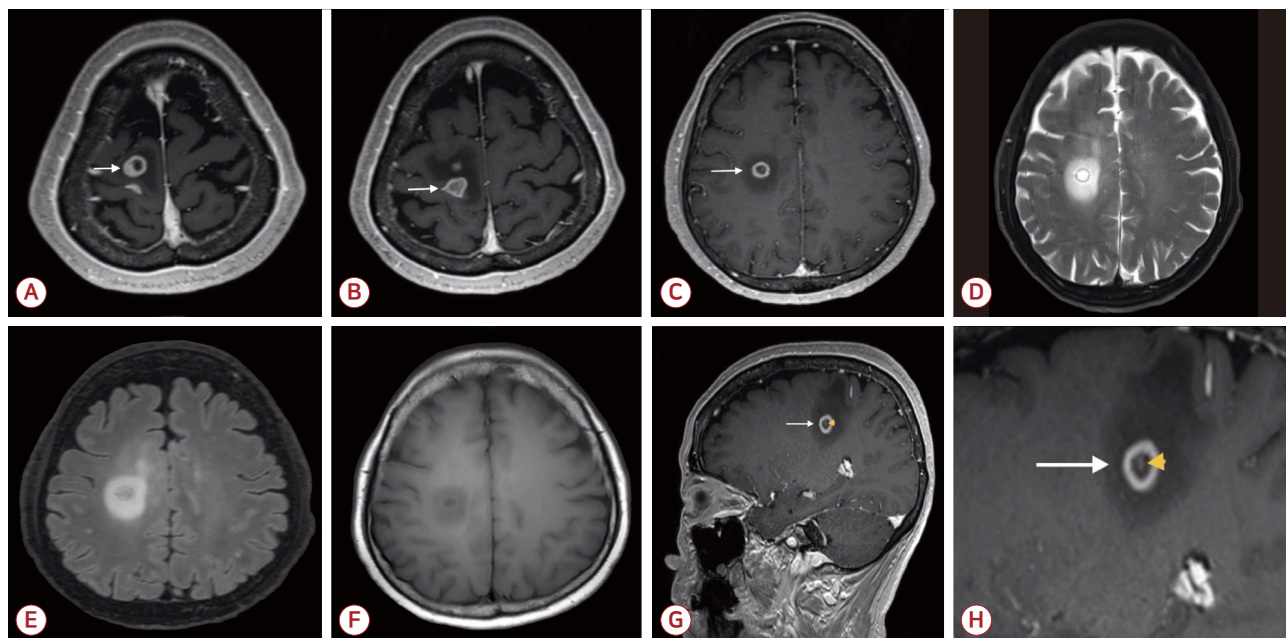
Initial brain MRI depicting cystic lesions characteristic of vesicular and colloidal vesicular stages of neurocysticercosis. (A-C) Gadolinium-enhanced axial T1-weighted MRI depicts three ring-enhancing nodules in the right premotor cortex, precentral gyrus, and centrum semiovale (white arrow). (D) Axial T2, (E) T2 FLAIR, and (F) T1-weighted sequences show cystic nodules with intracystic fluid isointense to CSF, and surrounding perilesional edema. (D) A hypointense outer rim is evident in the T2 sequence. (G) Sagittal T1 and (H) its magnified view reveal an intraluminal, contrast-enhancing scolex (yellow arrowhead) within the cyst (white arrow), indicative of the vesicular stage of neurocysticercosis. MRI; magnetic resonance imaging, FLAIR; fluid-attenuated inversion recovery, CSF; cerebrospinal fluid.
